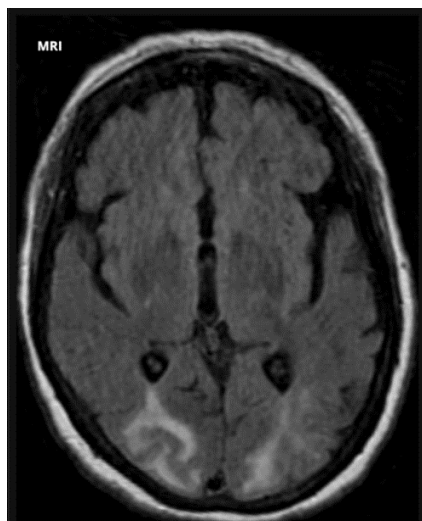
Arquivo de Radiopaedia, ALSALAM, H. M, 2009. Disponível em:< <https://radiopaedia.org/cases/posterior-reversible-encephalopathy-syndrome-pres?lang=us>>. RM em FLAIR, corte axial, com lesão hiperintensa em lobo occipital bilateralmente.
